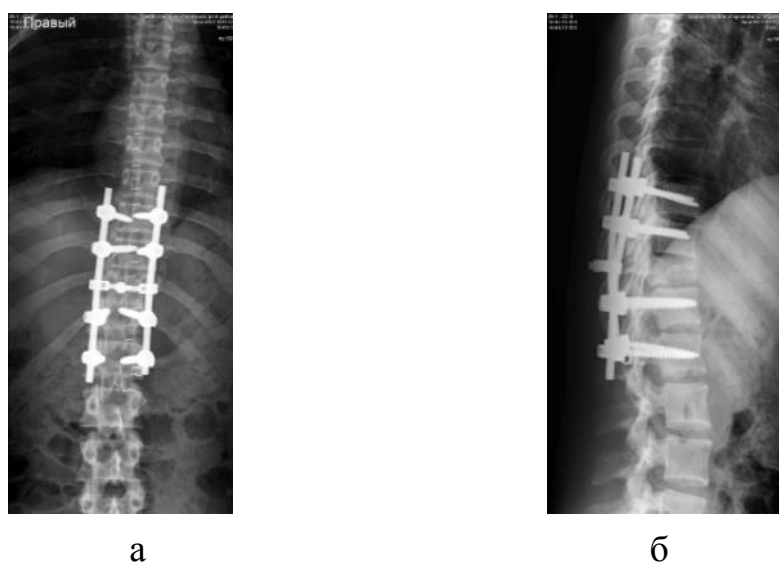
Фотовідбитки рентгенограм і КТ хворої П., 19 років, історія хвороби № 97060, діагноз: Компресійний неускладнений вибуховий перелом тіла Th_{XI} хребця після хірургічного втручання: Корекція деформації хребта полісегментарною транспедикулярною конструкцією з фіксацією на рівні Th_{IX}–Th_X–Th_{XII}–L_I. Задній аутоспондилодез
